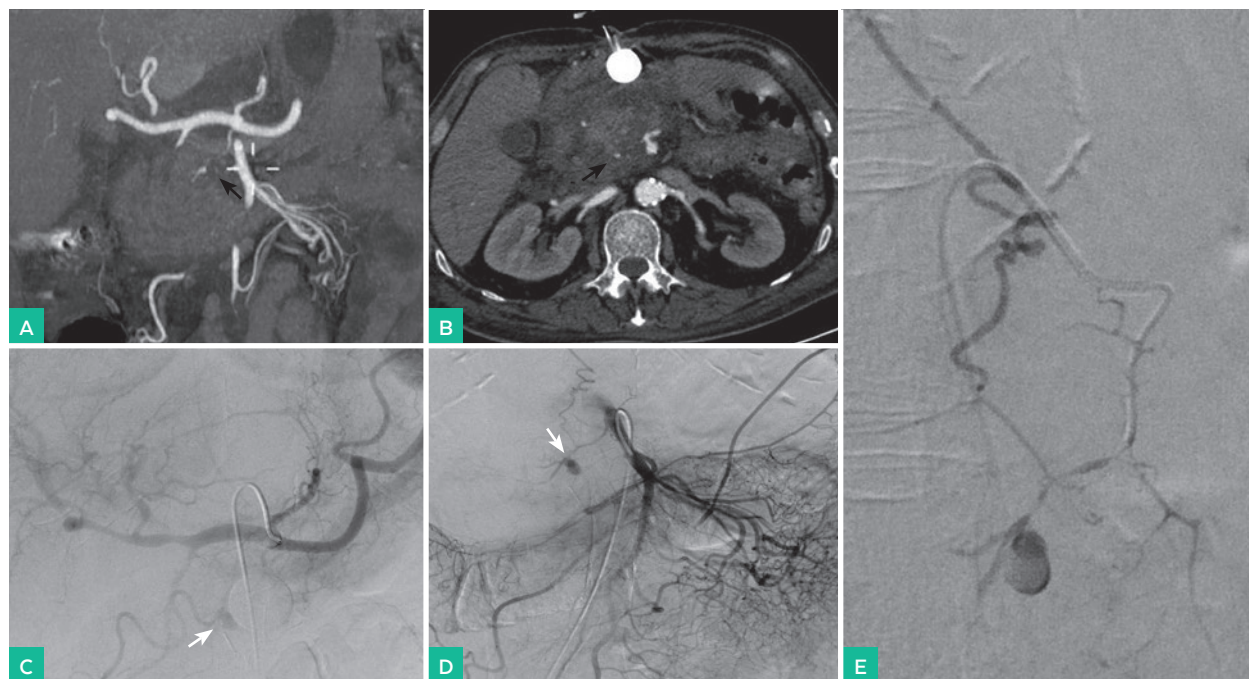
(A, B) CT-angiografía de abdomen con reconstrucción MIP coronal (A) y axial (B) apreciándose desestructuración de 2ª y 3ª porciones duodenales compatible con perforación duodenal, hematoma circundante y pequeño pseudoaneurisma craneal y posterior al cuello pancreático (flechas negras). (C, D) Arteriografías selectivas de tronco celiaco y arteria mesentérica superior. Pseudoaneurisma bilobulado dependiente de rama medial de la arteria pancreática dorsal, con aferencias desde rama pancreático-duodenal inferior (cabezas de flechas blancas). (E) Arteriografía selectiva de arteria pancreática dorsal, apreciándose el pseudoaneurisma.
